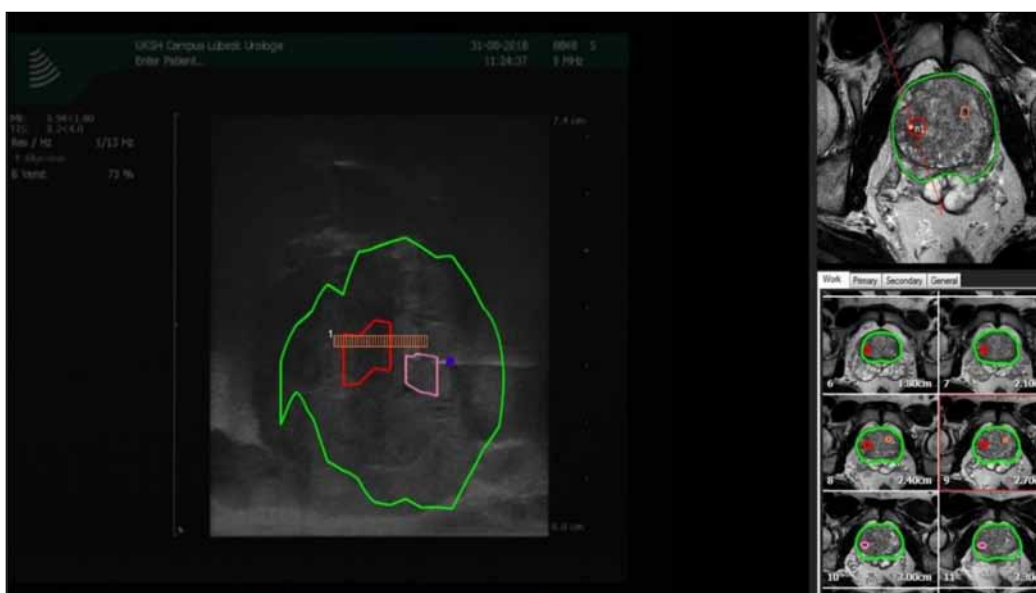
Real time Ultrasound image of biopsy needle (blue dot) being directed towards target lesion.
